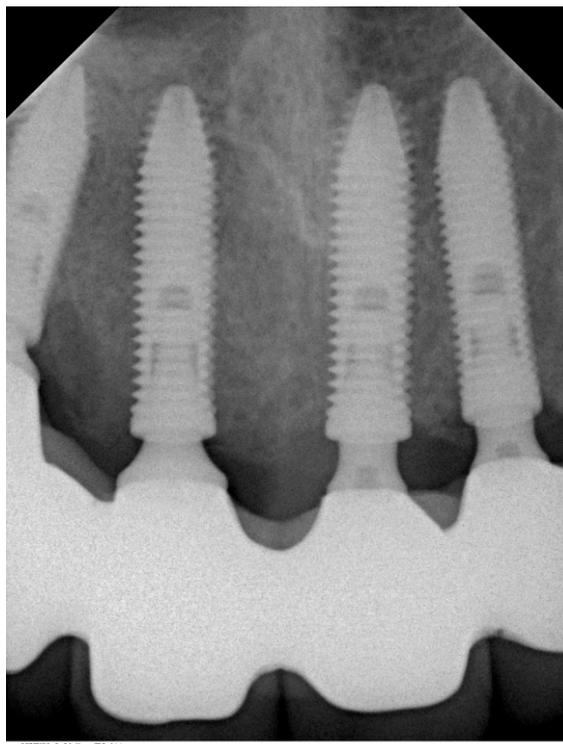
Radiografia de controle nas regiões dos dentes 11, 21 e 22.
